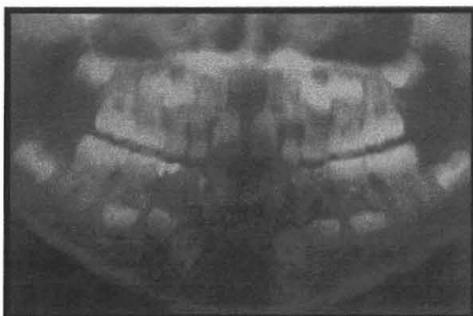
Radiografía inicial ¹⁸
